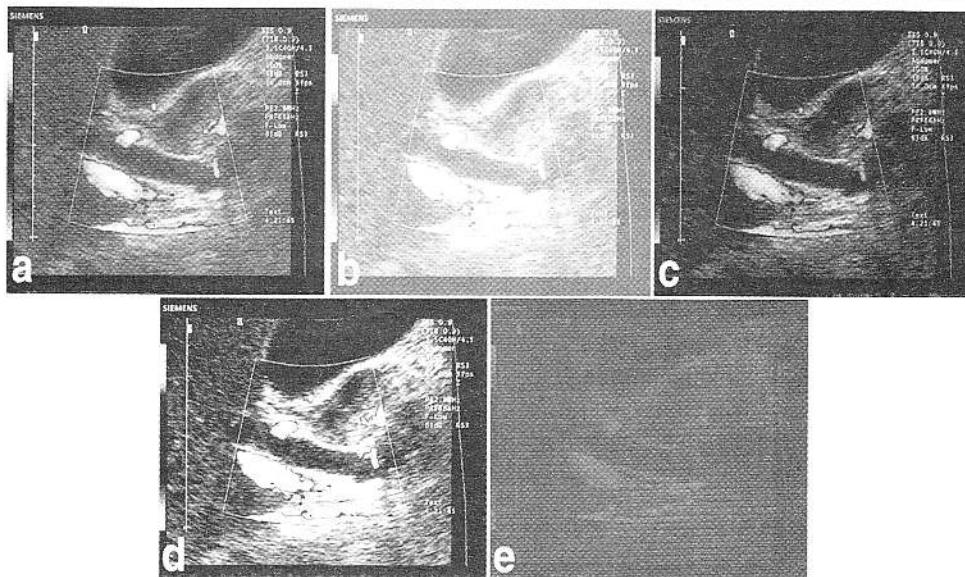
a,b,c,d,e Rolul luminozității și contrastului în aprecierea calității unei imagini digitale: imagine ecografică corect echilibrată (a), luminozitate crescută (b), luminozitate scăzută (c), contrast crescut (d), contrast scăzut (e).
